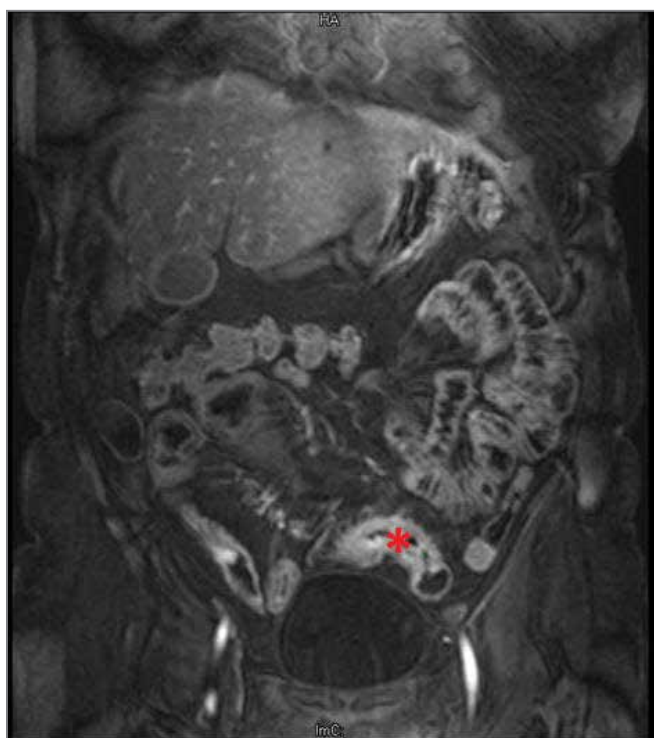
Enterorresonancia magnética (corte coronal). Segmento supravvesical con engrosamiento de pared (asterisco)
